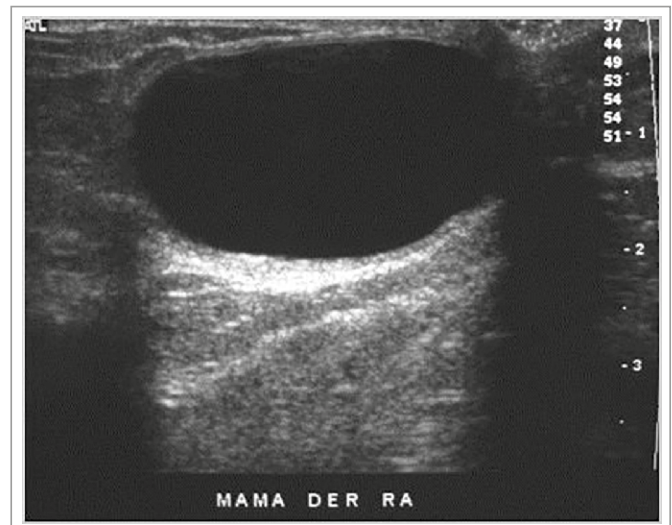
Ultrasonografía de un nódulo anecogénico, con refuerzo posterior del sonido en una paciente de 45 años con un tumor palpable derecho. Quiste simple.
